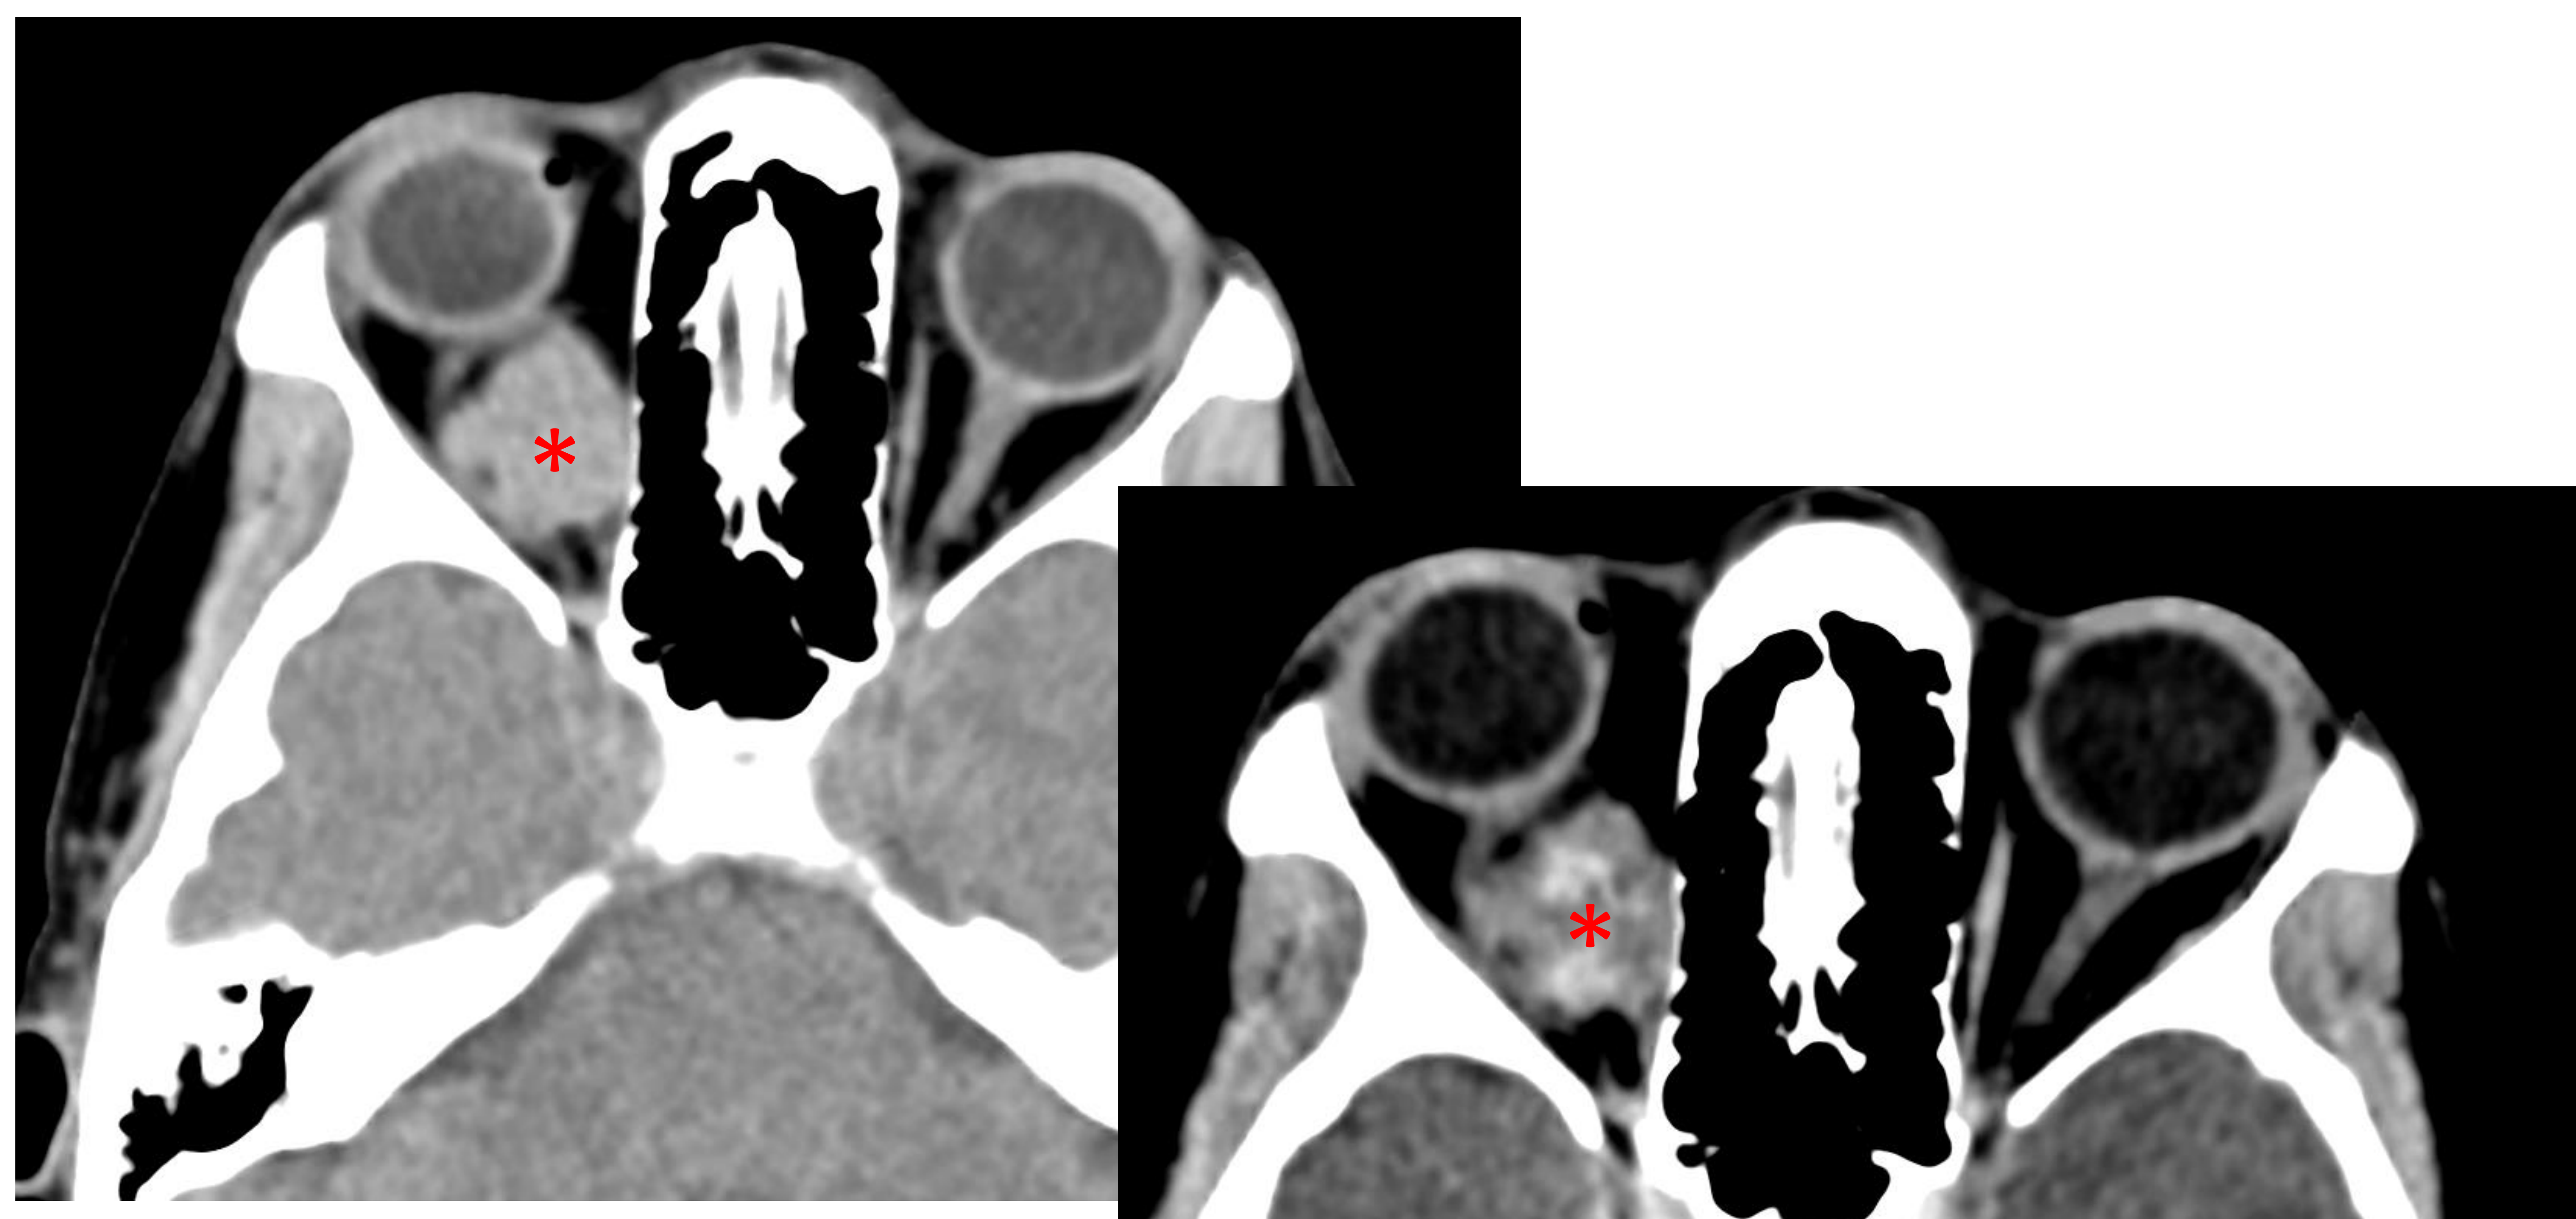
Corte axial de TC craneal sin y con contraste que muestra una lesión sólida polilobulada (*) intraconal derecha. La lesión presenta una captación heterogénea de predominio central, sugestivo de hemangioma
